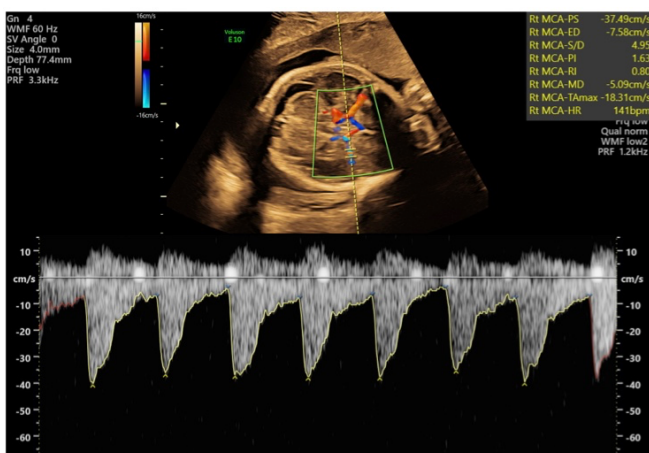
Forma de onda Doppler aceptable de la arteria cerebral media. Tenga en cuenta que el ángulo de insonación se ha ajustado para que sea casi 0°.
